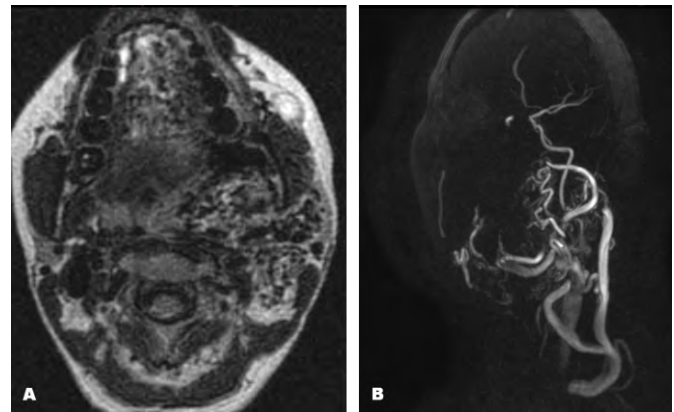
Resonancia magnética A) Anomalía vascular conformada por múltiples vasos con fenómeno de ausencia de señal; B) Imagen coronal 3D TOF, donde se evidencia irrigación por la arteria maxilar interna y drenaje por la vena yugular interna y externa.
